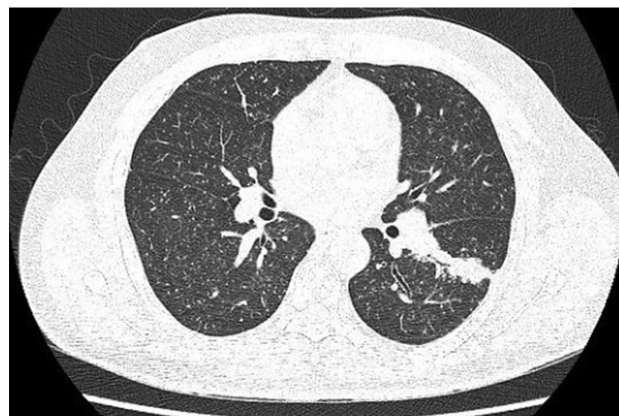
Tomografia computadorizada de tórax evidenciando infiltrado pulmonar difuso com padrão microreticulonodular.
